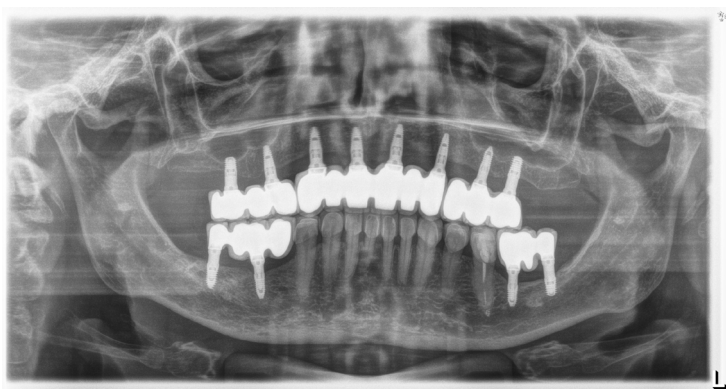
Radiografía a los dos años. Observamos cómo se ha dividido en tres tramos dejando el sector anterior integrado únicamente por implantes de 2,5 mm de diámetro.
